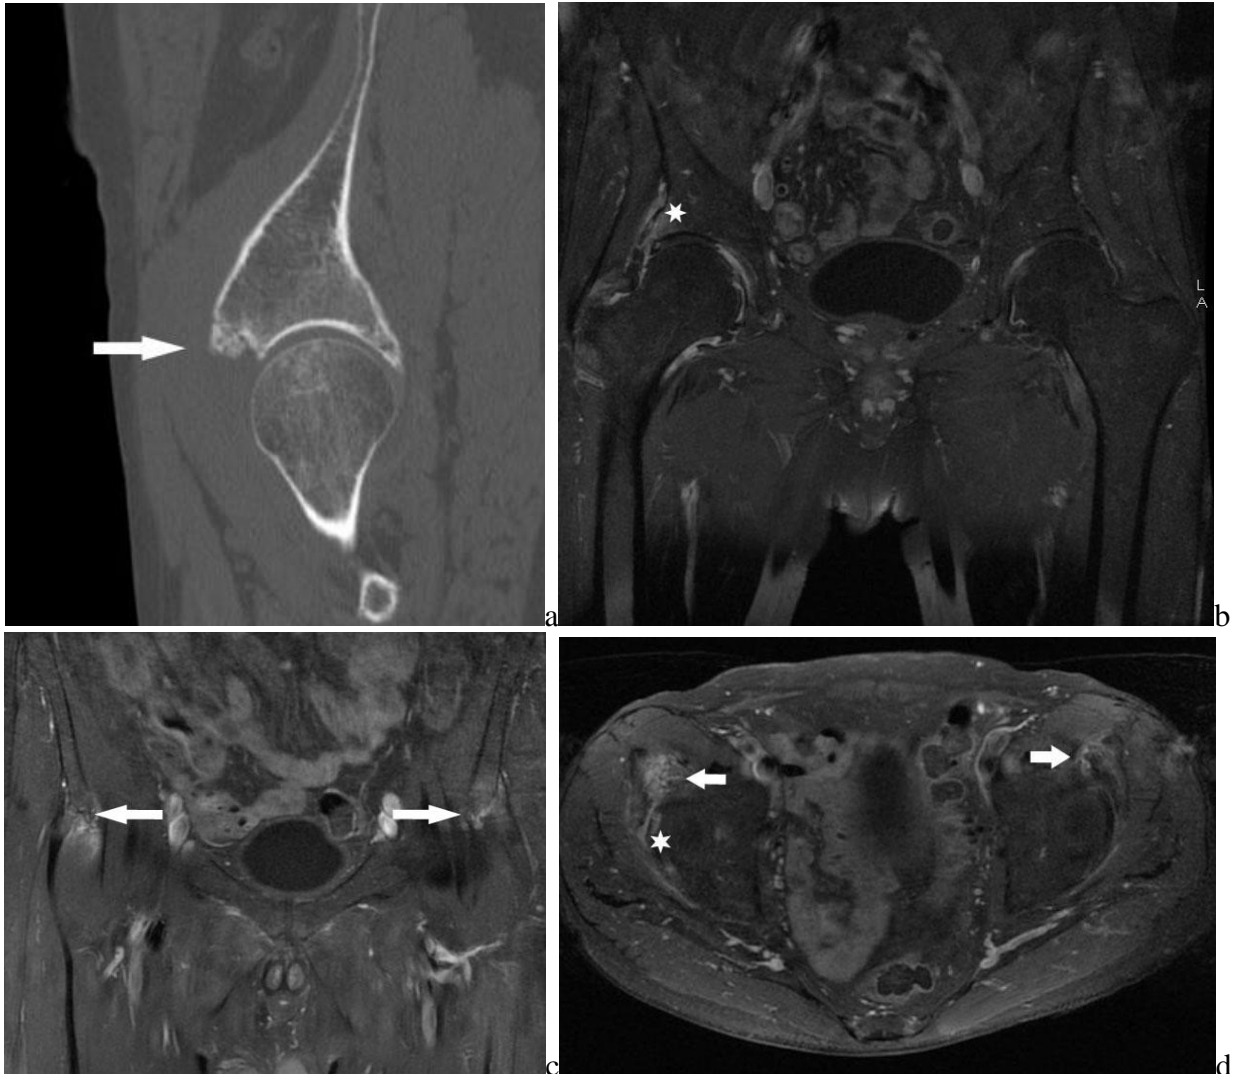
Scanner de hanche droite en coupe sagittale en reconstruction osseuse (a), IRM en séquences coronale (b, c) et axiale (d) T1 après injection de gadolinium et saturation du signal de la graisse.
